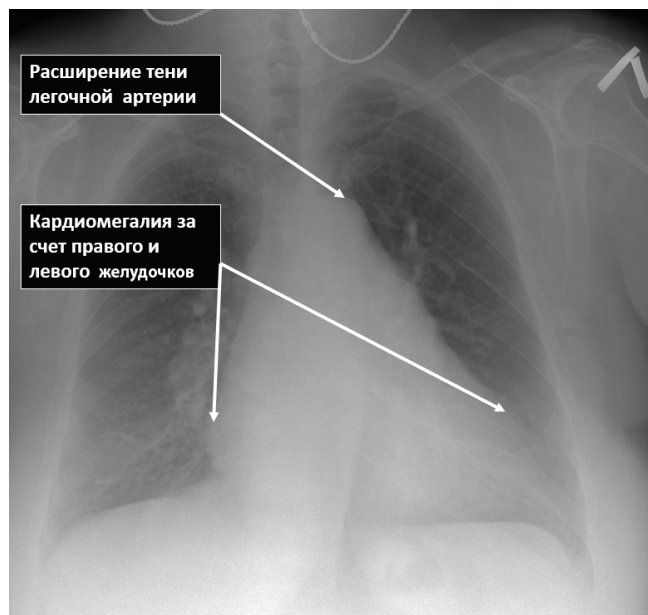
Рентгенография органов грудной клетки пациентки.
